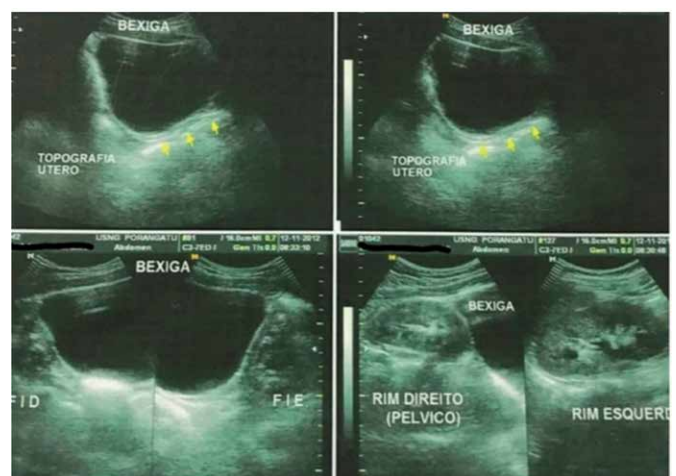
Ultrassonografia de pelve ilustra rim direito ectópico pélvico, não visualização de útero, trompas ou ovários.: – Fonte: Imagens de Ultrassonografia cedidas pela CLINORTE Porangatu-GO
